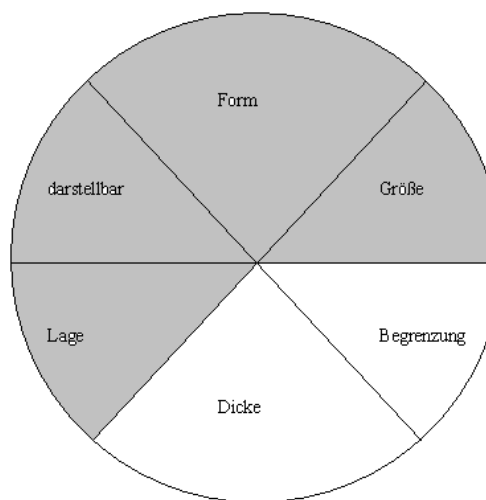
Harnblase Sonographie
